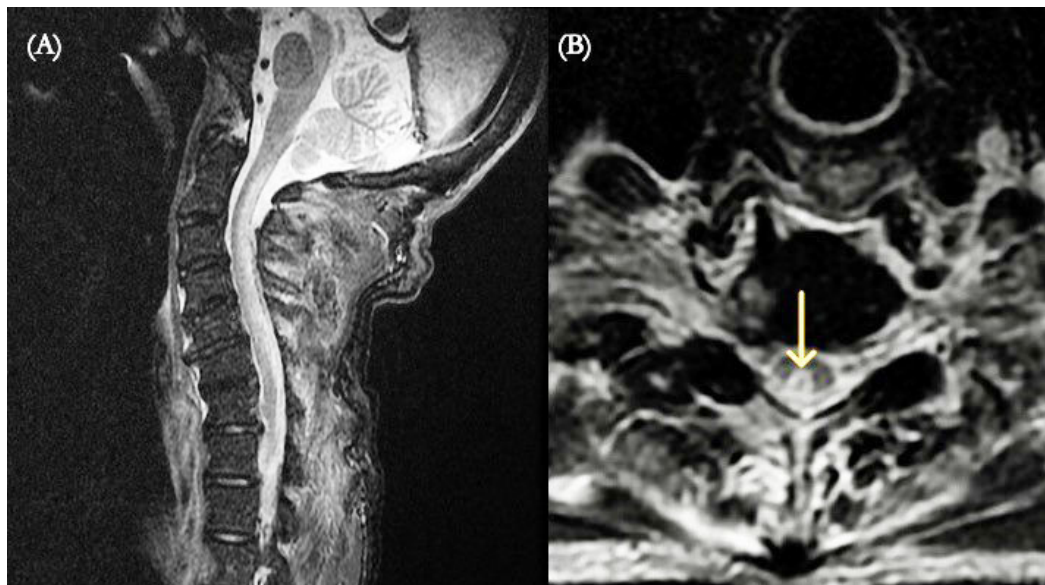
RMN columna secuencia ponderada en T2
